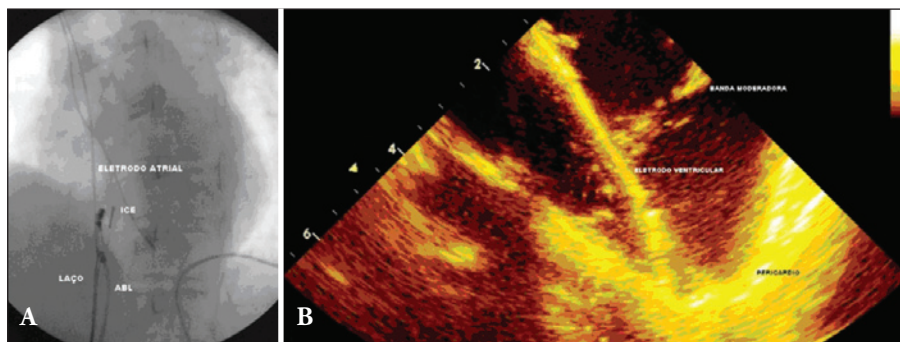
Descrição da técnica. A) Enlaçamento do CE alvo com os cateteres de eletrofisiologia e o snare. B) Janela acústica do ecocardiograma intracardiaco.
